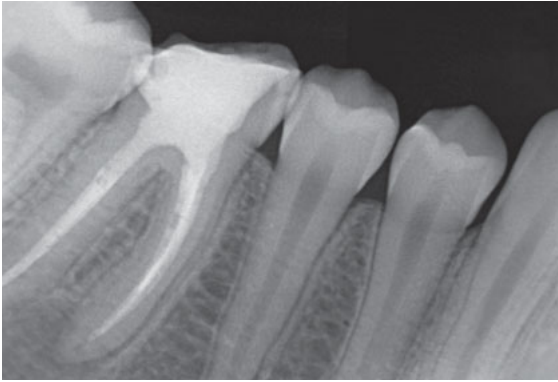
Diagnostikröntgenbild alio loco vor Revision. Zahnfarbene, bis weit nach subkrestal reichende Kompositpins erschweren Reentry.
